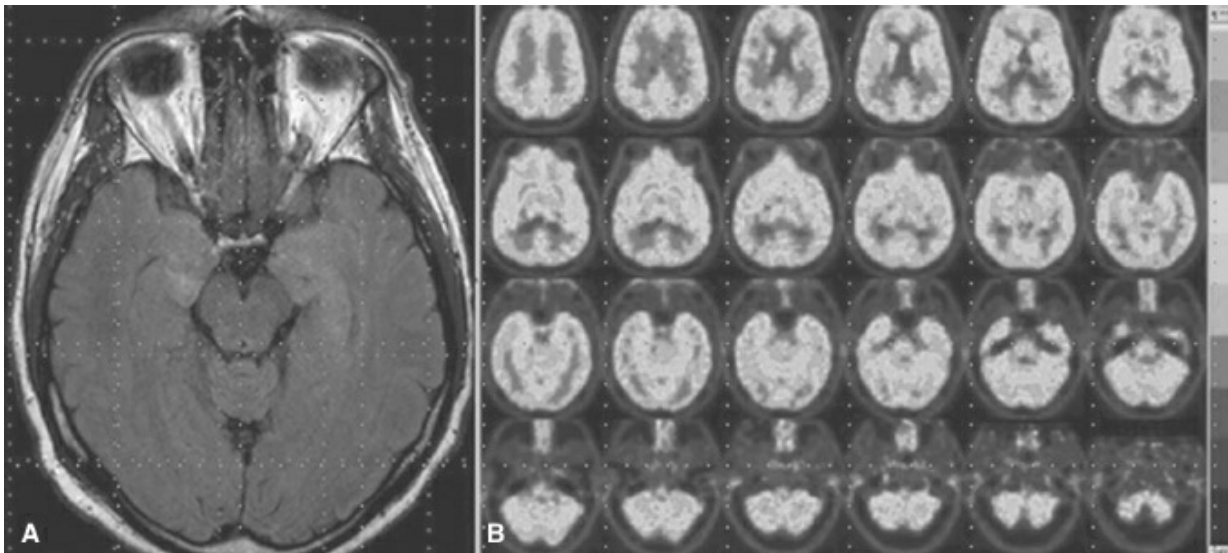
A: RMN axial en secuencia FLAIR. B: PET con fluorodesoxiglucosa (FDG). También se muestra en el inserto a color.
